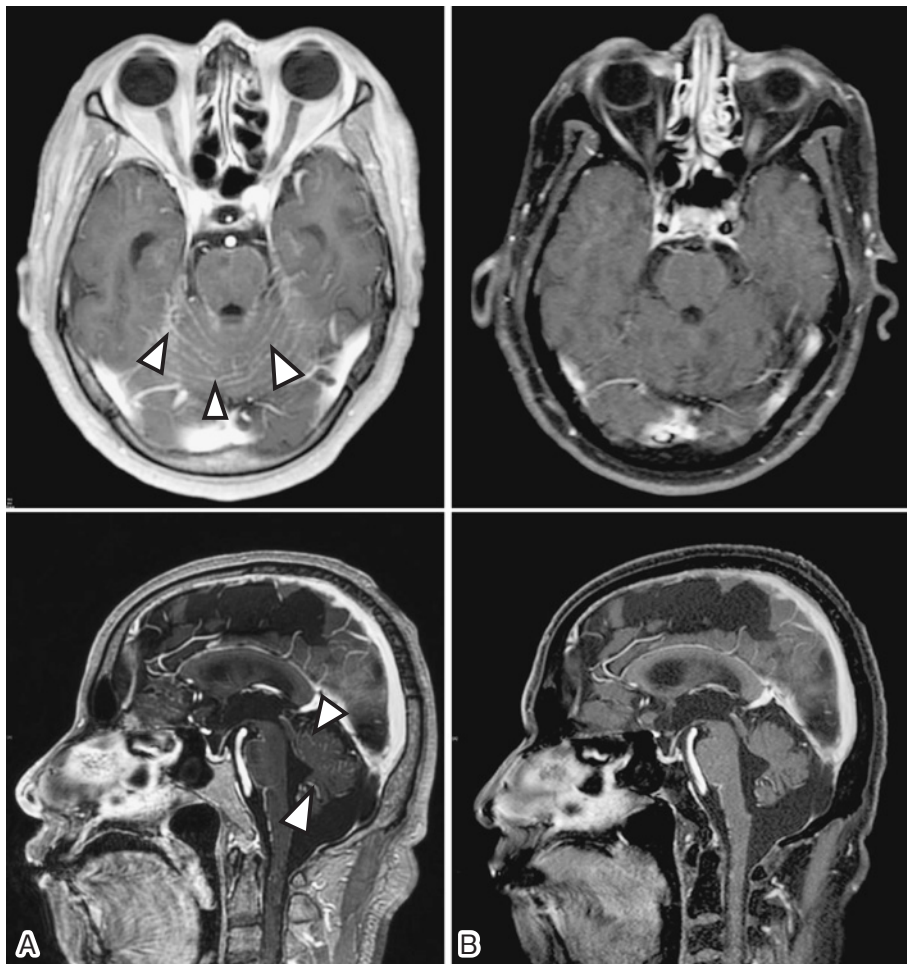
Gd-enhanced brain MRI images show diffuse and linear enhancement on the surface of the mid-brain and along the cerebellar folia (arrowheads) on his more recent admission in April, 2009 (A) *, and marked improvement after one month of treatment with erlotinib in July, 2009 (B).
